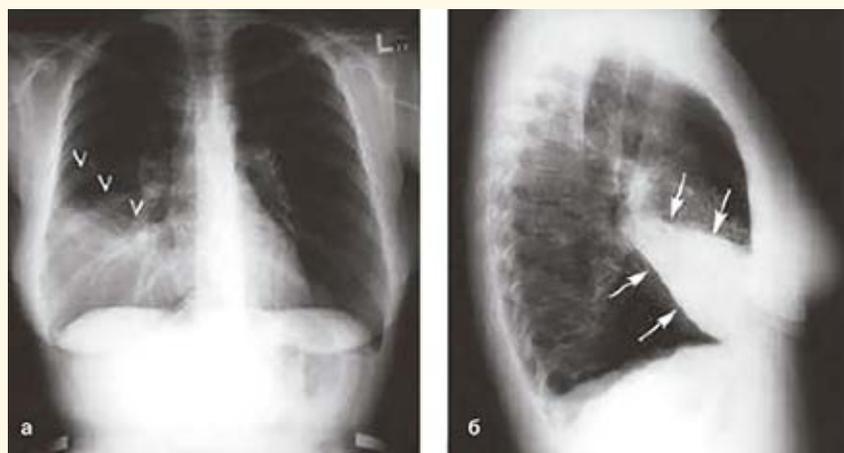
Прямая (а) и правая боковая (б) обзорные рентгенограммы больного со среднедолевой (S4, S5) пневмонией
